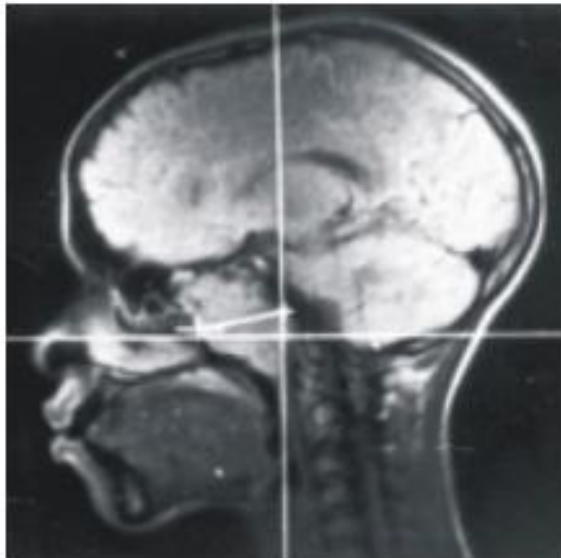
Radiografía de la base de cráneo donde se observa destrucción de la base y tumoración posterior derecha que se extiende hasta la coana.
